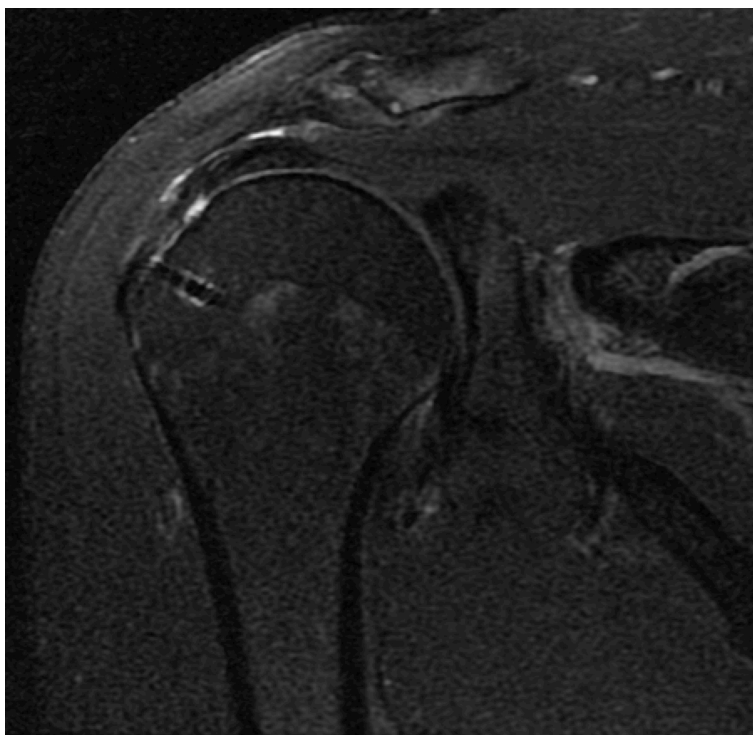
Imagem de ressonância magnética evidenciando tendão com intensidade de sinal normal
